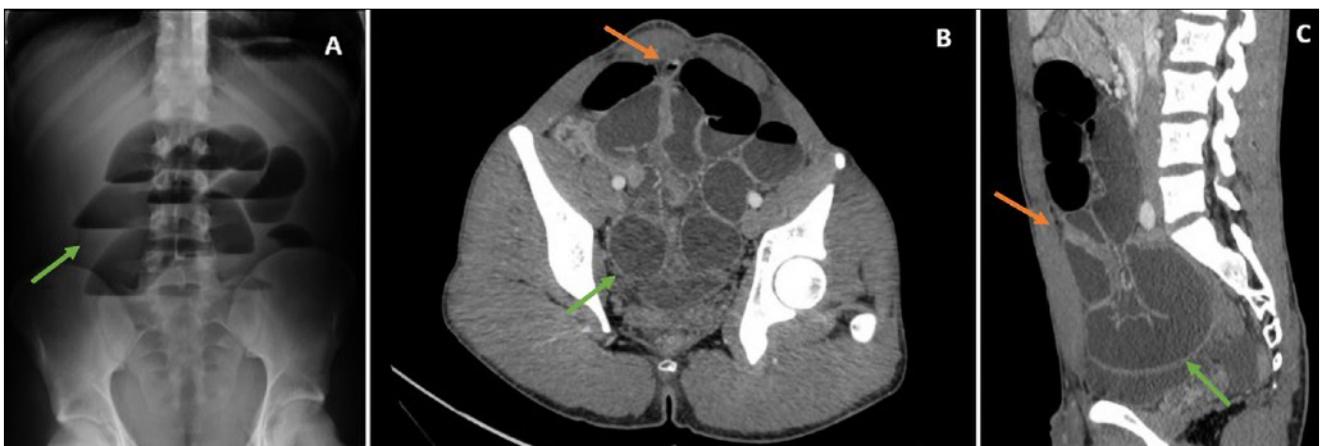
A: Radiografía simple de abdomen en bipedestación en la que se aprecian asas intestinales dilatadas formando niveles hidroaéreos (flechas) y ausencia de gas distal, signos compatibles con obstrucción intestinal. B y C: TC abdominopélvica axial y reconstrucción en plano sagital, respectivamente, en el que se aprecia una estructura tubular con fondo de saco ciego (flechas naranjas), correspondiente a divertículo de Meckel como causa de la gran dilatación de asas (flechas verdes).
